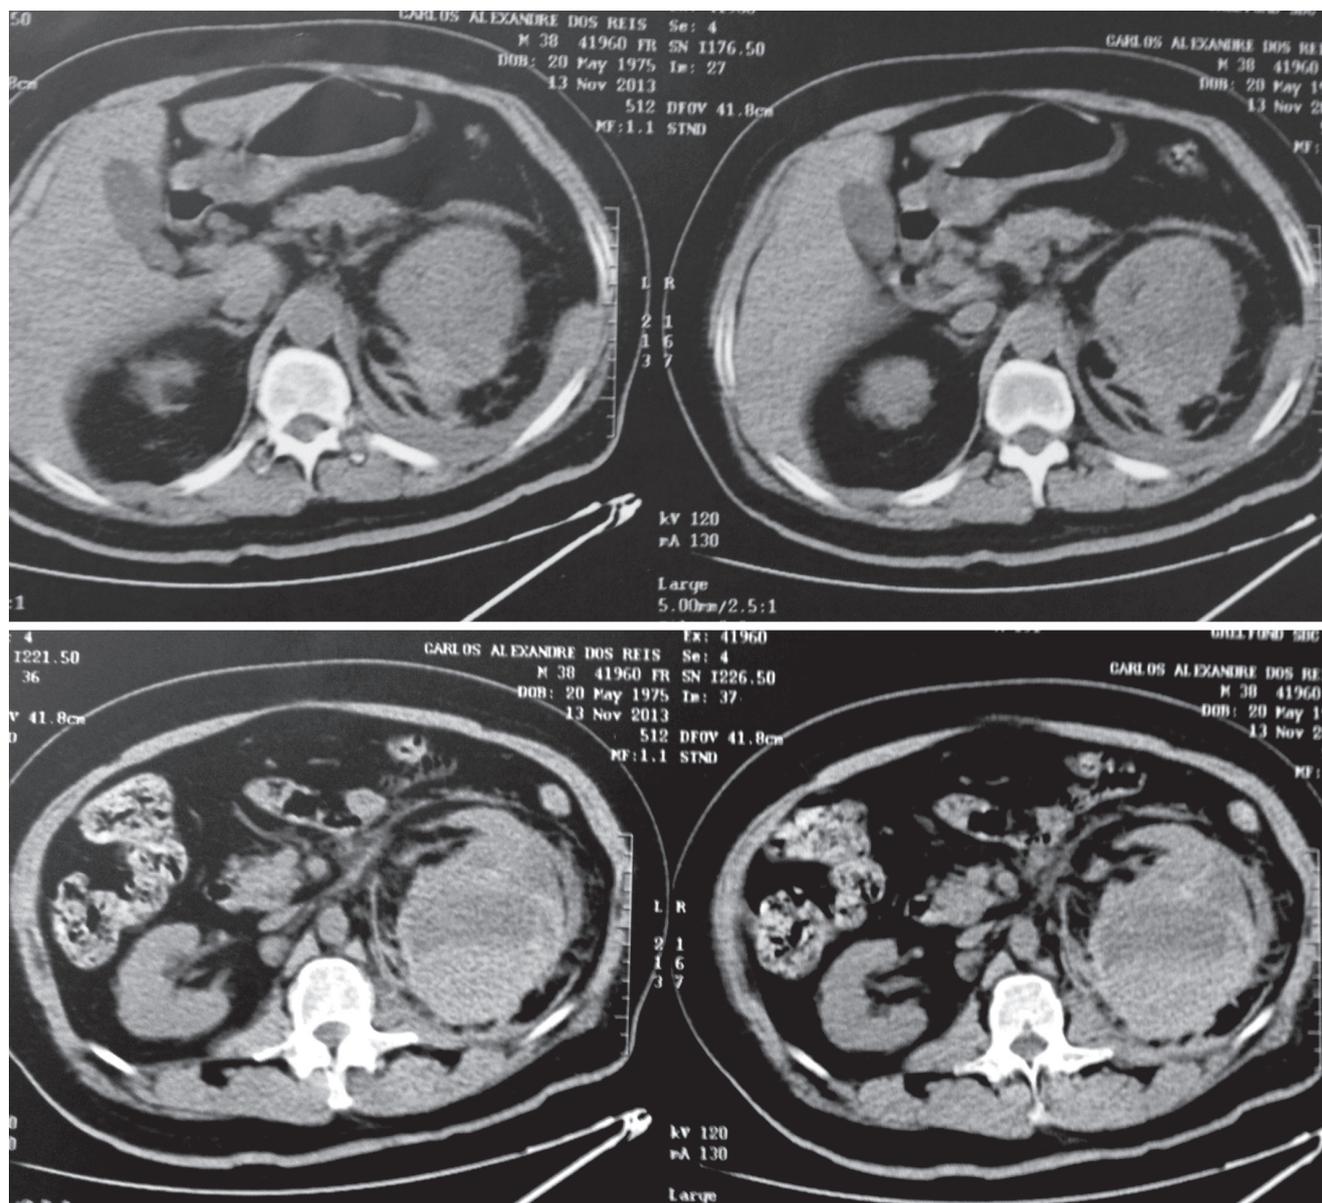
Tomografia computadorizada pós-biópsia e hemodíálise com heparina.
